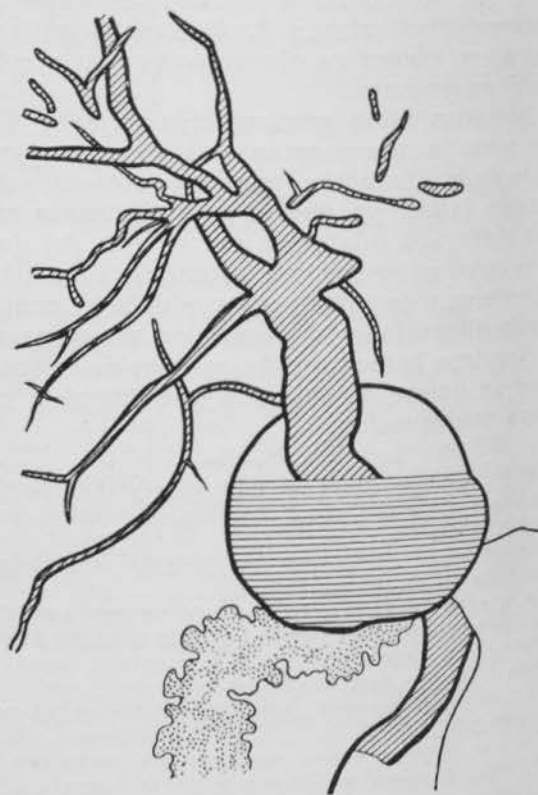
En una radiografía obtenida pocos minutos después; como ya ha pasado más papilla al árbol biliar, se aprecia la imagen del quiste de colédoco con un nivel. Dilatación del colédoco por encima y por debajo del quiste.
